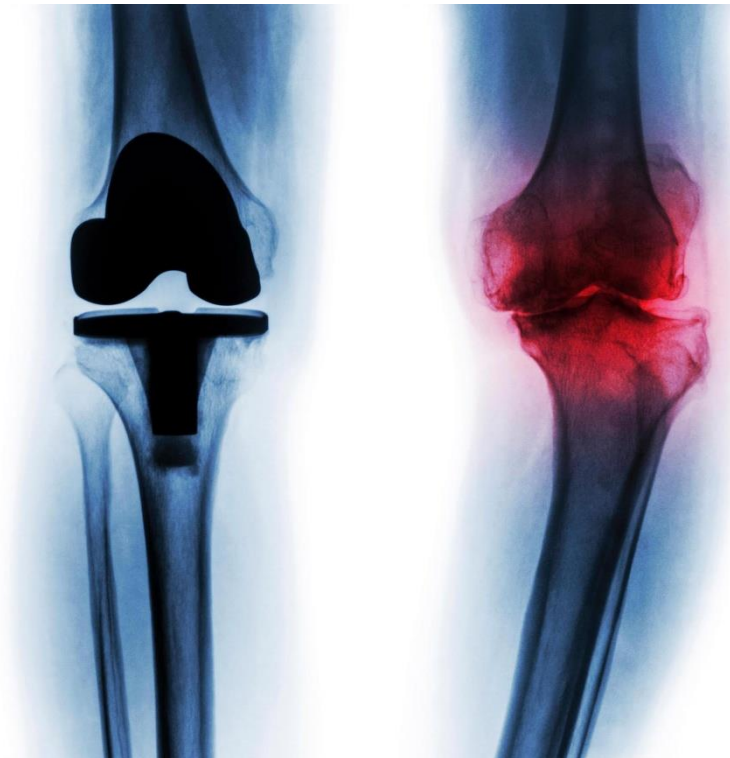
Kuvassa röntgenkuvaa terveestä ja nivelrikkoisesta polvesta. (Hyvävointi.fi, i.a.)
